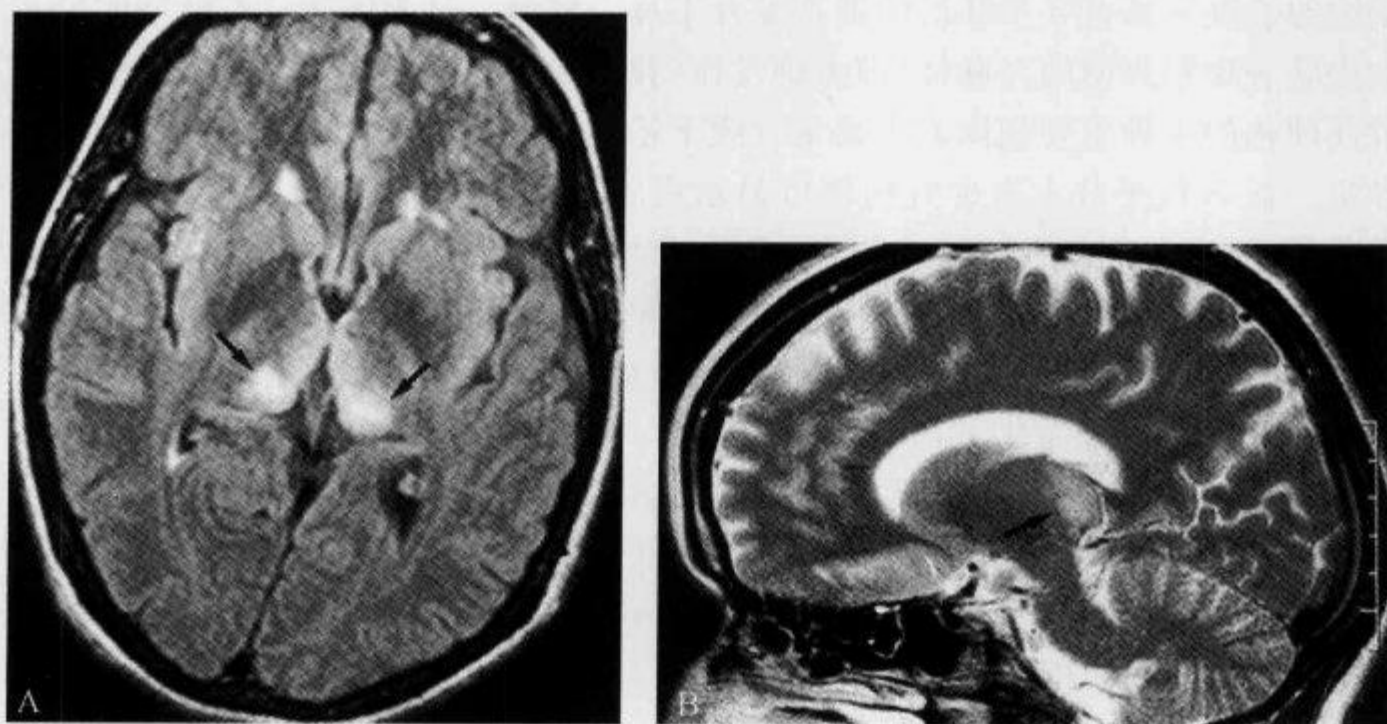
vCJD 患者, MRI 示“背侧丘脑枕征”
